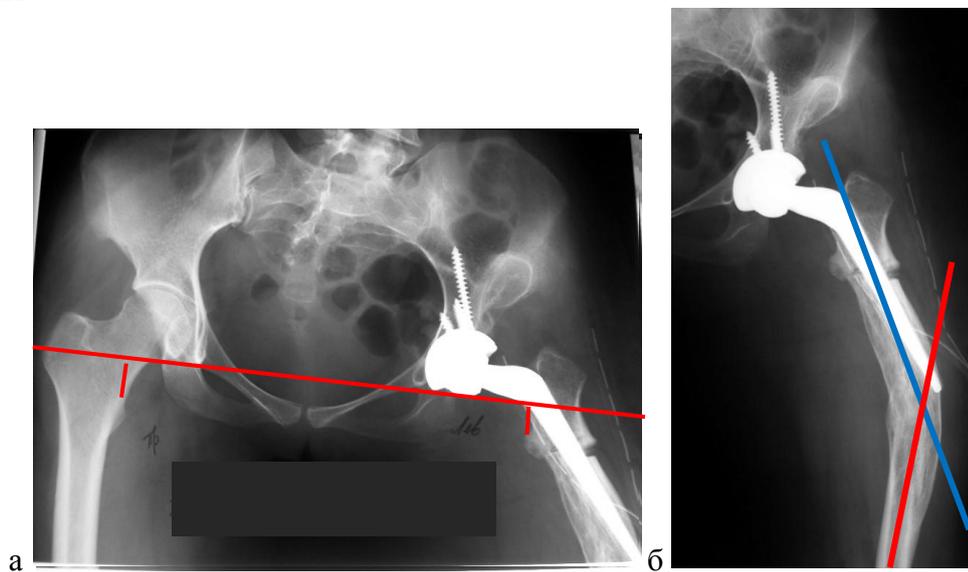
Рентгенограммы пациентки Х. после операции: а – на обзорной рентгенограмме таза определяется почти равный уровень малых вертелов относительно линии, соединяющей «фигуры слезы»; б – на прямой рентгенограмме левого ТБС определяется варусная установка бедренного компонента с пенетрацией наружного кортикального слоя, деформация дистальнее конца ножки  $32^\circ$
